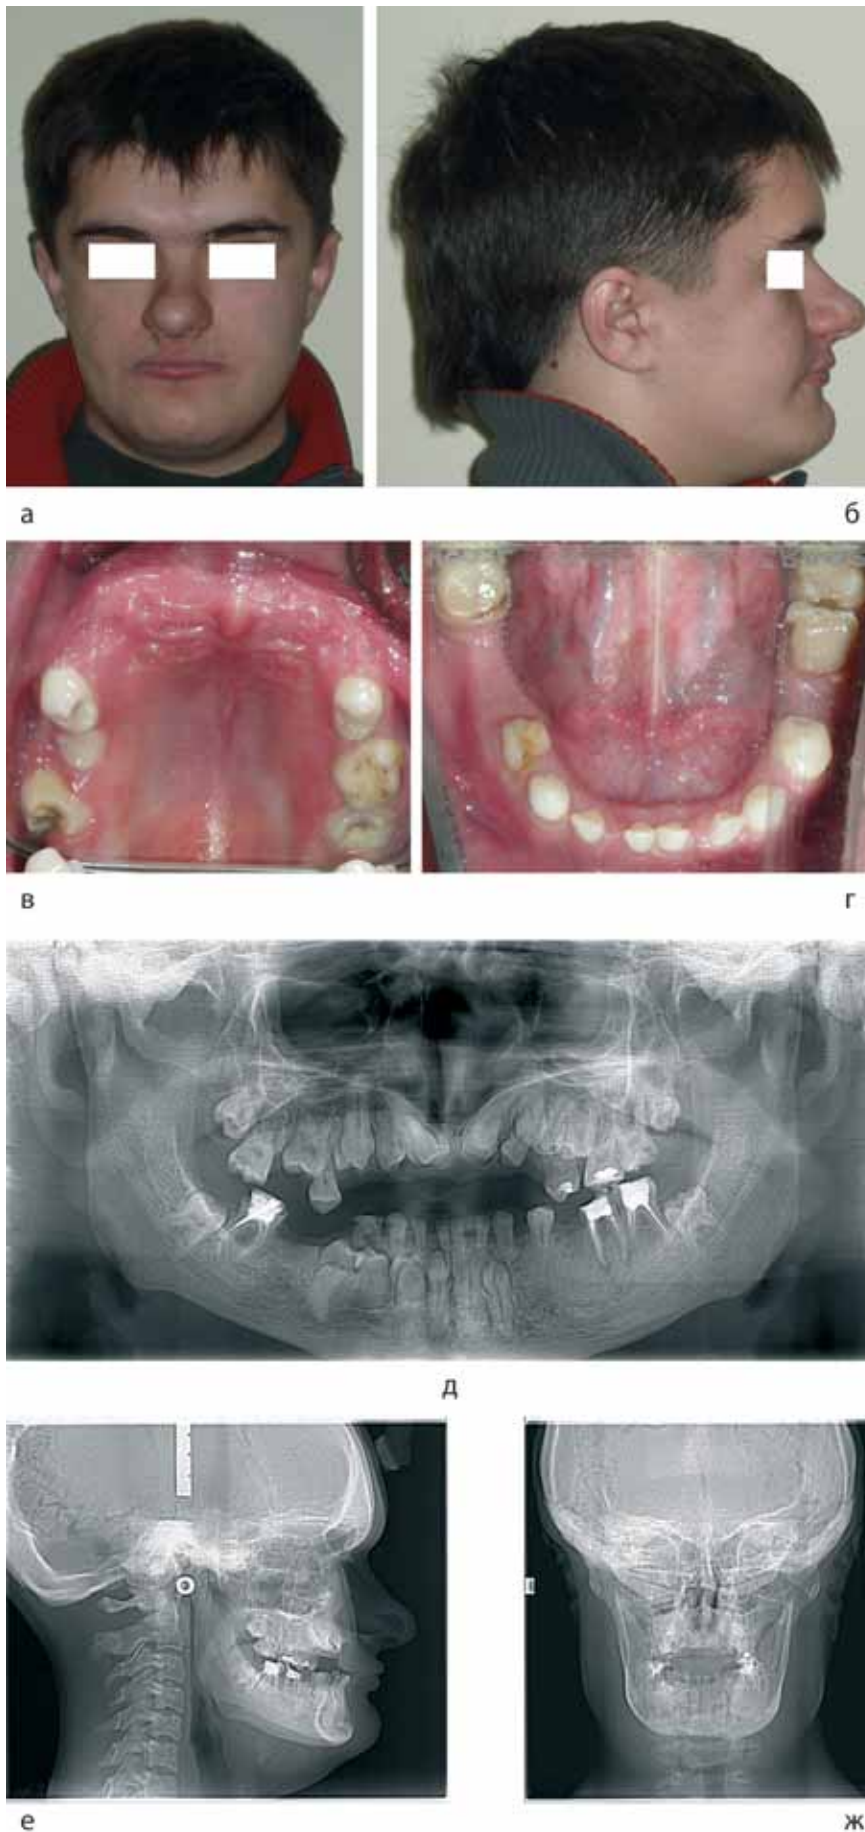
Фото пациента М-ка М., 18 лет с черепно-ключичным дизостозом: фас (а), профиль (б) лица, состояние верхней (в) и нижней (г) челюсти, ортопантограмма (д), телерентгенограмма в боковой (е) и прямой (ж) проекции
